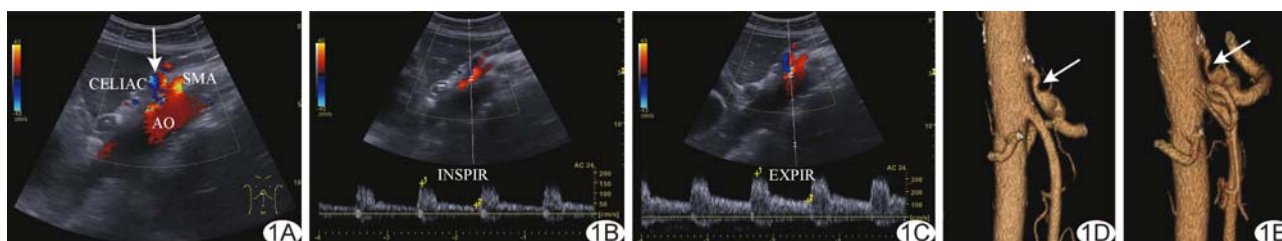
MALS 合并腹腔动脉瘤 A. 静息状态腹腔动脉起始段血流加速紊乱, 远端瘤样改变, 瘤体内血流红蓝交替(箭); B. 吸气末腹腔动脉流速减低; C. 呼气末腹腔动脉流速明显加快; D. CTA 显示吸气时腹腔动脉狭窄远端呈特征性钩状狭窄(箭); E. CTA 显示呼气时腹腔动脉狭窄程度加重(箭) (AO: 腹主动脉; CELIAC: 腹腔动脉; SMA: 肠系膜上动脉; INSPIR: 吸气; EXPIR: 呼气)
